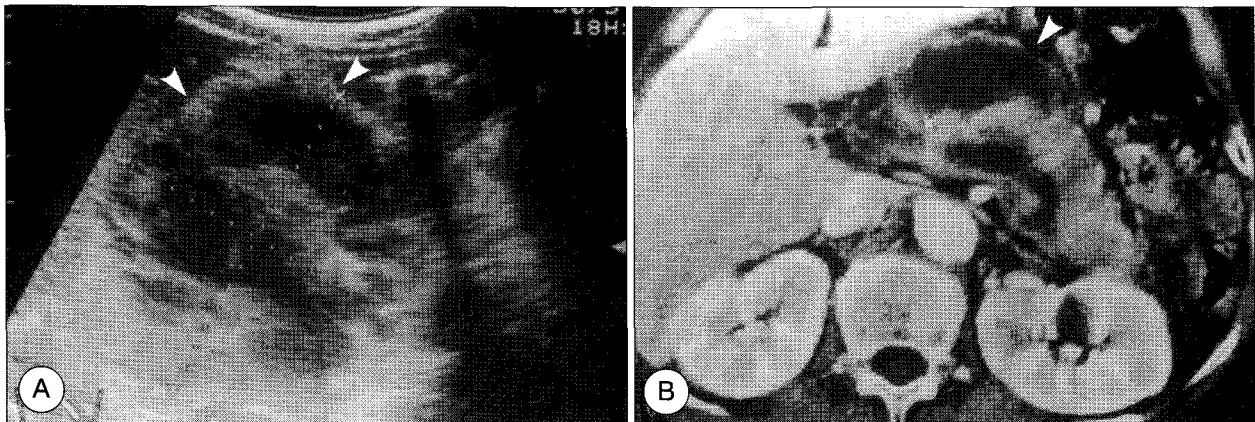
A) Abdominal ultrasonographic findings : showing peripancreatic fluid collection and the low-echogenic intrapancreatic lesion compatible with acute pancreatitis, B) Abdominal CT scan : showing fluid collection around pancreas and radiolucent necrotic portion of pancreas.
